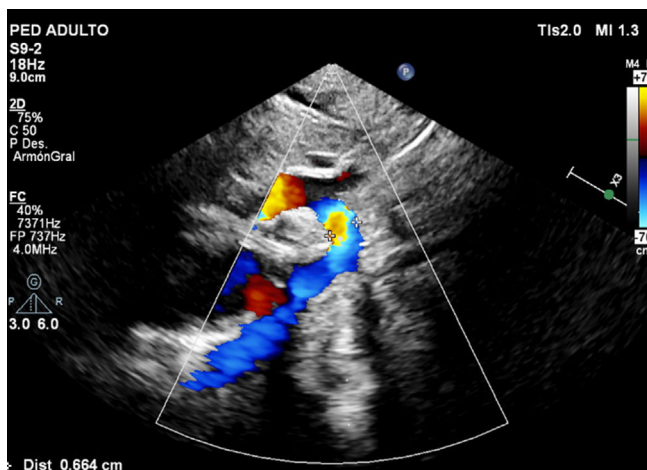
Ecocardiograma en el seguimiento. Arco transverso amplio de 6,6 mm.
